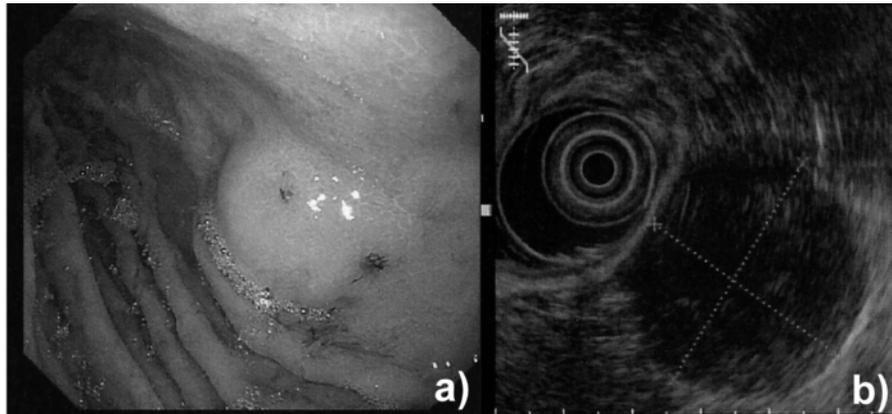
上部消化管内視鏡検査：腫瘍は体上部後壁から壁外に発育する円形の腫瘍 (a) で、EUS では $35 \times 32\text{mm}$ ；内部不均一な低エコーであった (b)。
